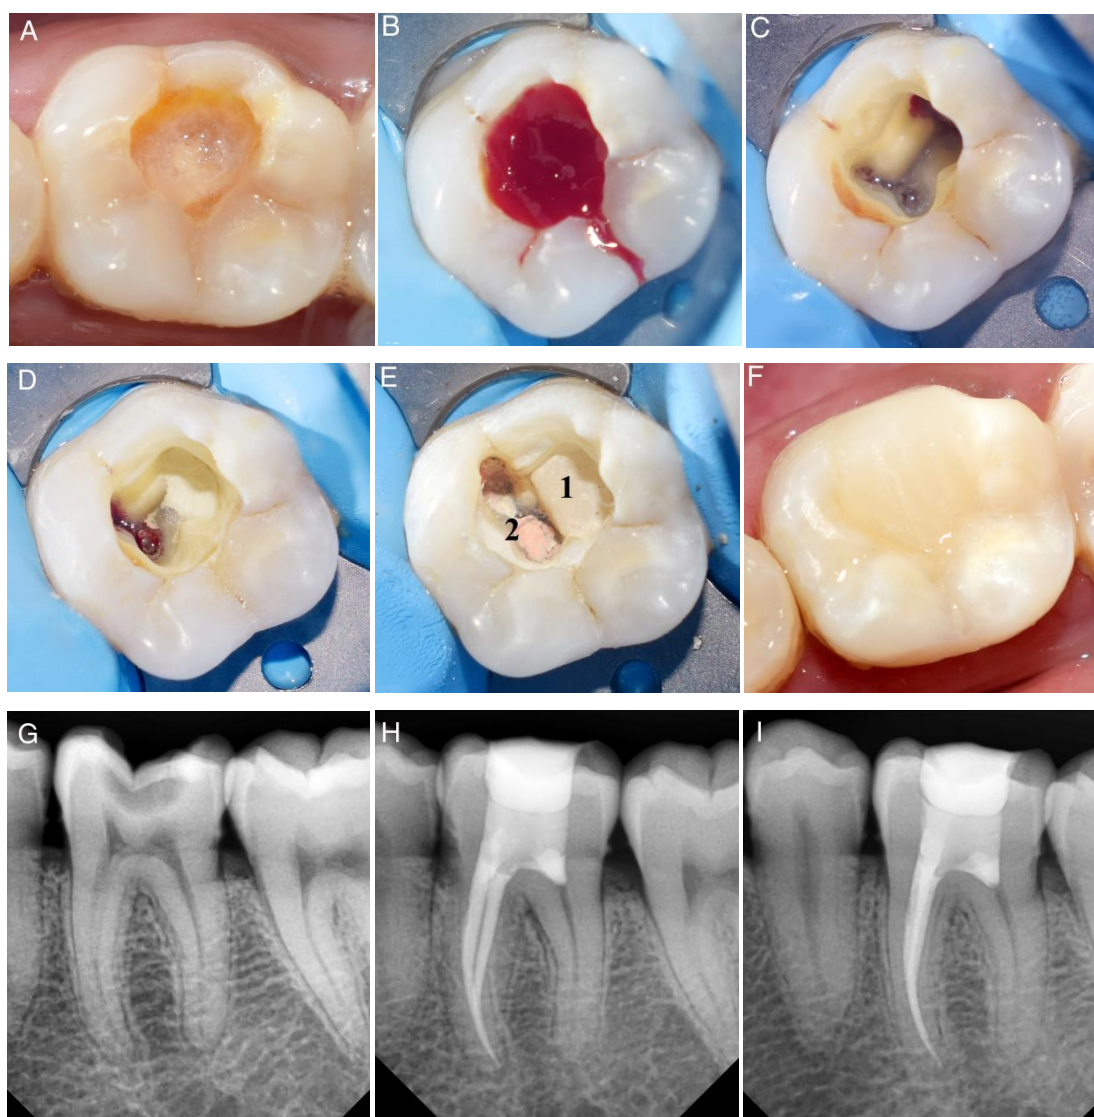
Fotos clínicas: (A) pré-operatório, (B) abertura da câmara, (C) pulpotomia, (D) condensação do MTA no orifício distal, (E1) CIV fotopolimerizado no MTA e (E2) obturação dos canais mesiais, (F) restauração pós-endodôntica. Radiografias: (G) pré-operatório, (H) pós-operatório imediato, (I) seguimento de 12 meses. Adaptado de Koli et al. (2021)
